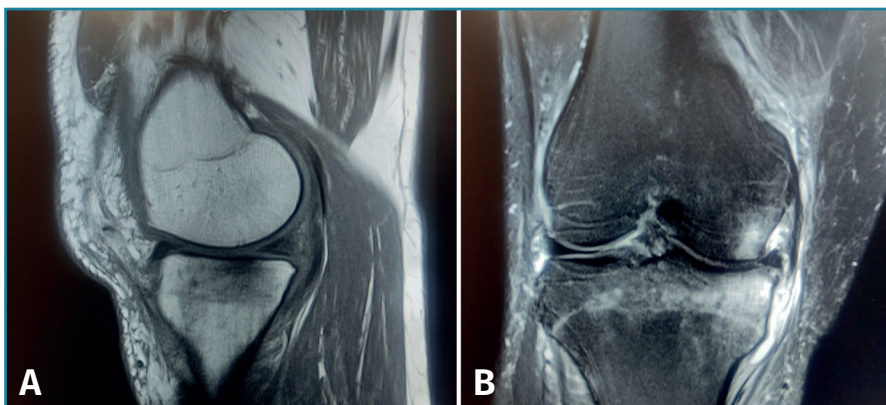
Resonancia magnética de rodilla derecha. A: corte sagital, secuencia potenciada en T1 que muestra edema en la meseta tibial medial, con señal hipointensa; B: corte coronal, secuencia potenciada en T2, que muestra extrusión del cuerpo del menisco interno, asociada a intenso edema en la meseta tibial interna, con señal hiperintensa.
